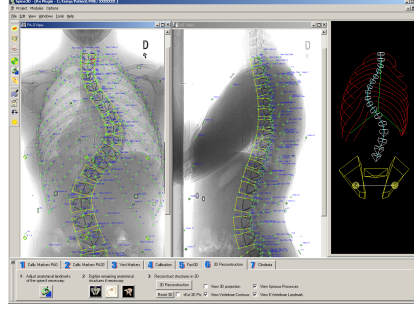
Graphical user interface of the system for 3D reconstruction of the bone structures. This view shows the identification of anatomical landmarks on the vertebrae and ribs in the coronal and sagittal radiographs (left and middle), and a simplified 3D reconstruction (right) [1].
